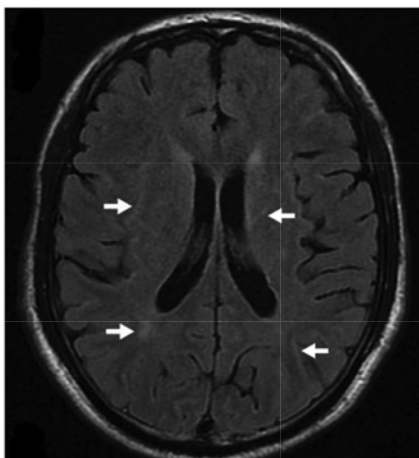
MRI of the brain shows lesions (arrows) caused by migratory *A. cantonensis*.³¹
